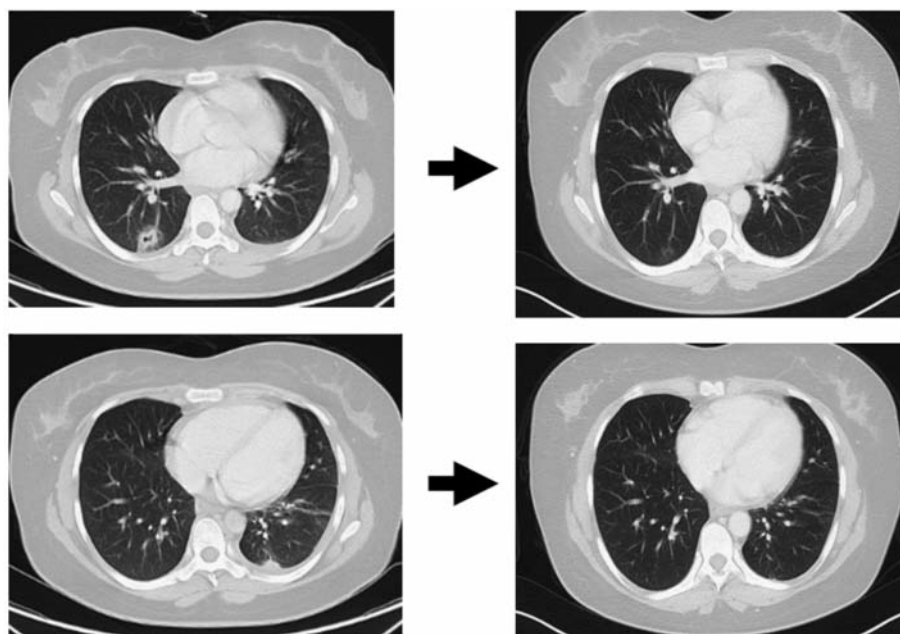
治療前後画像所見；プラジカンテル 75mg/kg/日 を3日間投与後、胸部 CT 上左右の結節影の改善を認めた。
